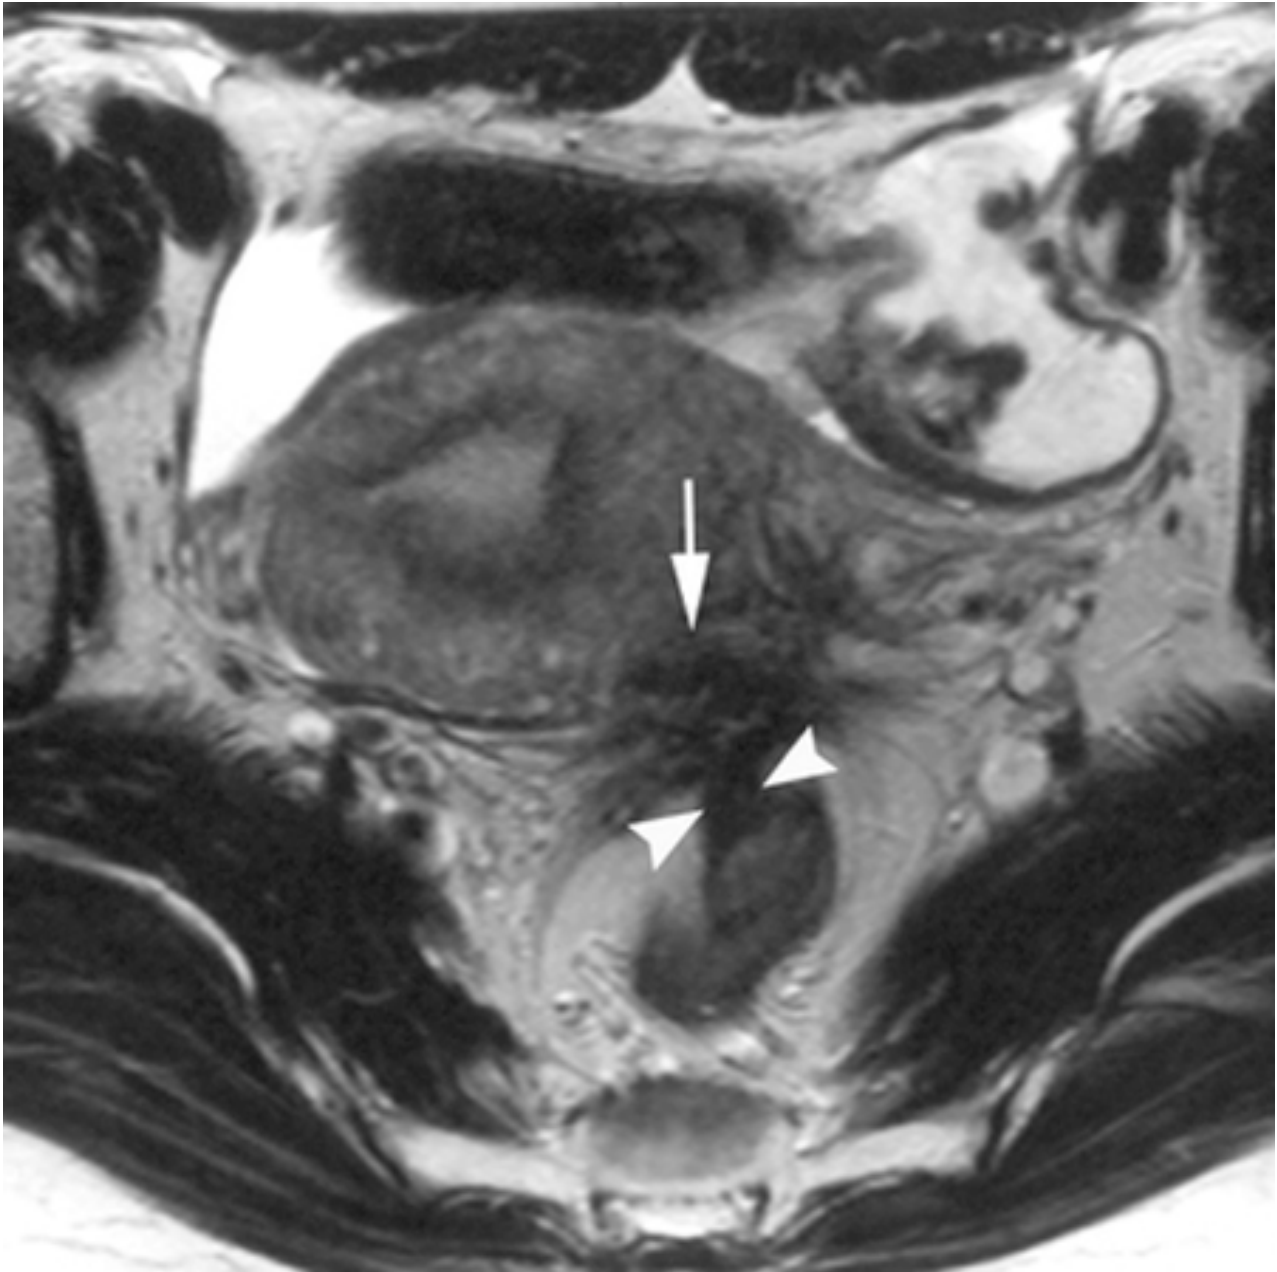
Ressonância nuclear magnética (RNM) - nódulos fibróticos envolvendo os ligamentos uterossacos e a parede retal
